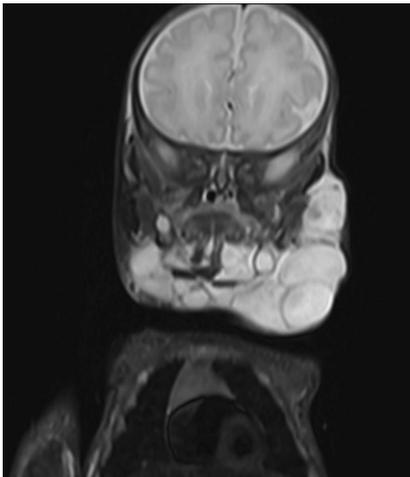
▲ Patientin 2. Im koronalen T2-Magnetresonanztomogramm findet sich eine gemischte mikro-/makrozystische Läsion mit Punctum maximum am Hals rechts, die auch auf die Gegenseite reicht
